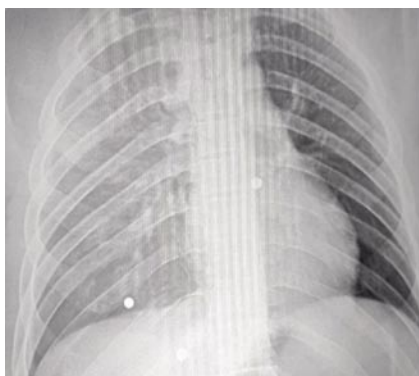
Пациент К., 29 лет. Рентгенограмма груди. Массивный ушиб правого легкого.
